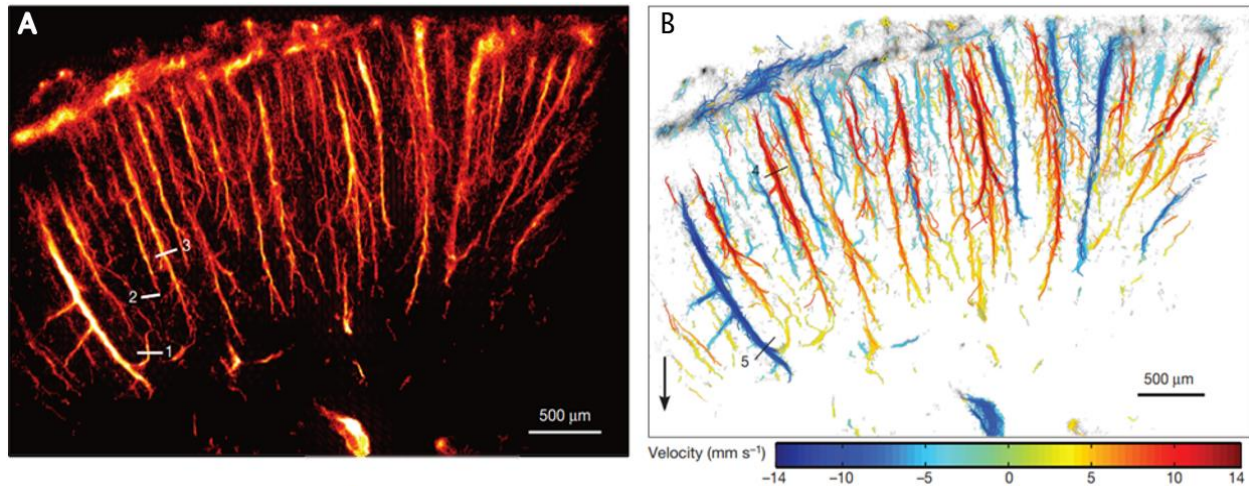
A: Imagen de súper resolución con corrección de movimiento de un cerebro de roedor. B: Correlaciones de súper resolución con direcciones de velocidad usando colores Doppler que indican la dirección.
